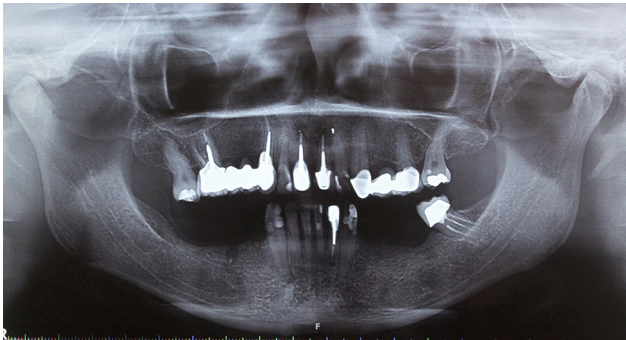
Radiografía panorámica final un año después como parte del control del tratamiento, no se observan desadaptaciones, ni zonas radiolúcidas compatibles con caries, la lesión periapical continúa el proceso de cicatrización.
